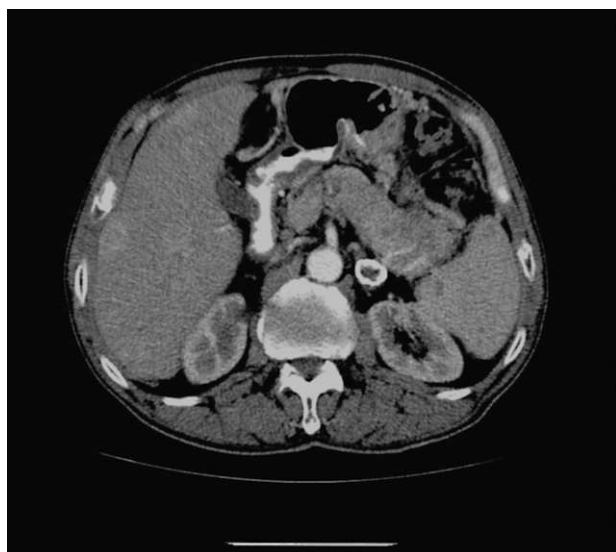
Tomografía computarizada toracoabdominal.
